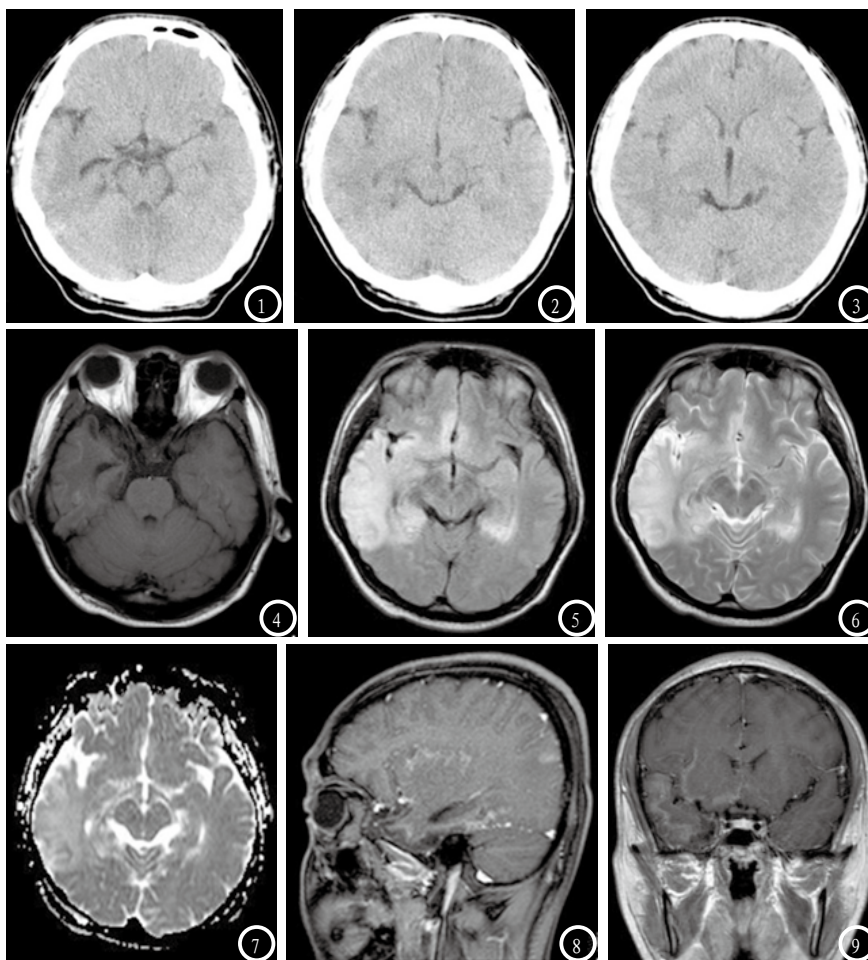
病毒性脑炎的CT影像。CT平扫右侧颞叶和海马隐约可见片状低密度影, 边界模糊不清。图4-9 病毒性脑炎的MRI影像。图4: MRI平扫轴位T1影像, 可见右侧颞叶和双侧海马多发片状等信号; 图5: MRI平扫轴位T2影像, 可见右侧颞叶和双侧海马多发片状呈高信号; 图6: MRI平扫轴位FLAIR影像, 可见右侧颞叶和双侧海马多发片状高信号; 图7: eDWI呈部分弥散受限; 图8-9: MRI增强扫描的冠状和矢状影像, 可见右侧颞叶, 双侧海马及双侧岛叶脑膜明显不均匀强化。
